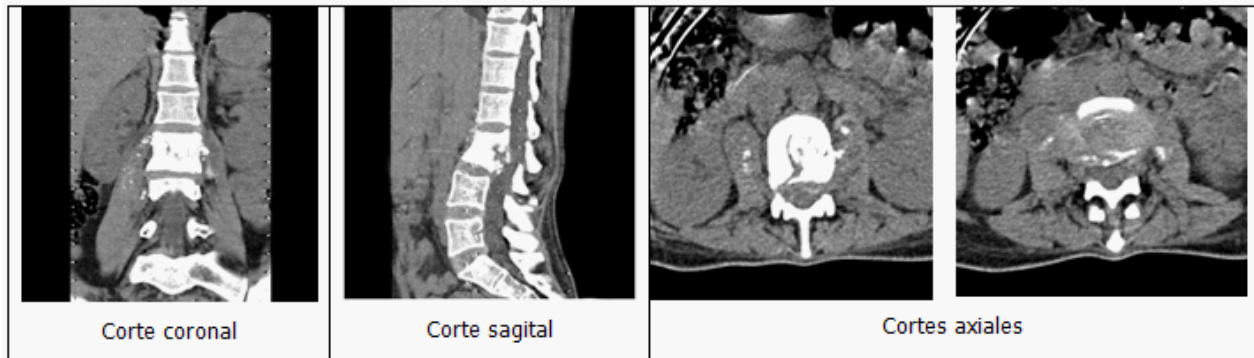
Tomografía axial computarizada multicorte de columna lumbosacra.
